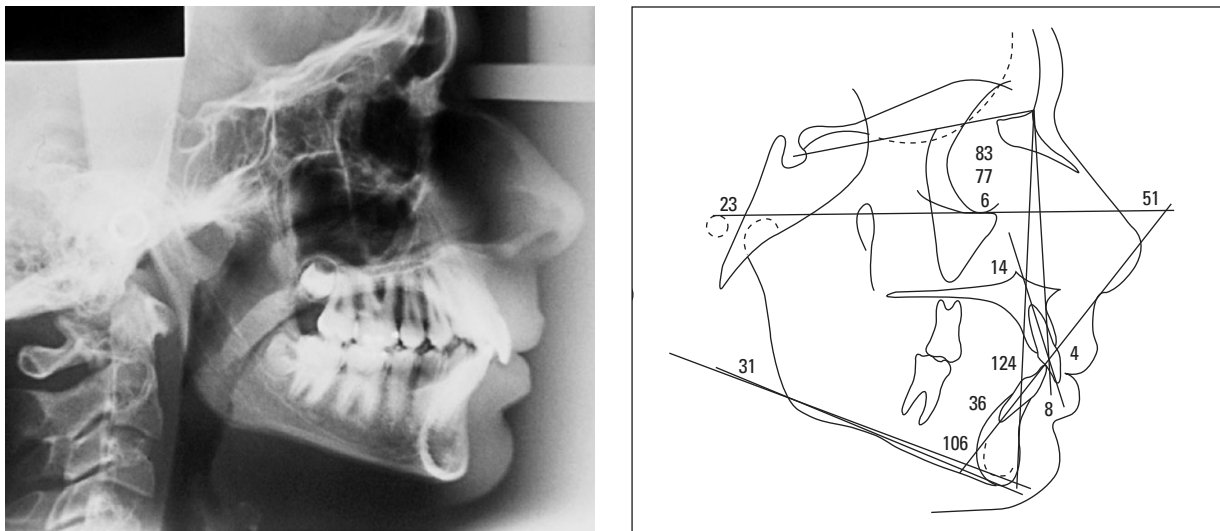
Telerradiografia lateral e traçado cefalométrico iniciais.
